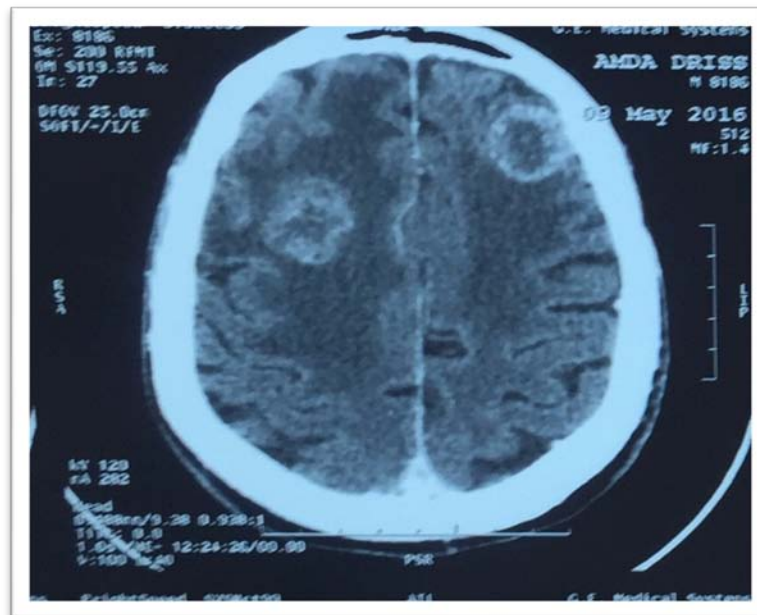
coupe axiale d'une TDM cérébrale montrant des métastases cérébrales multiples.
